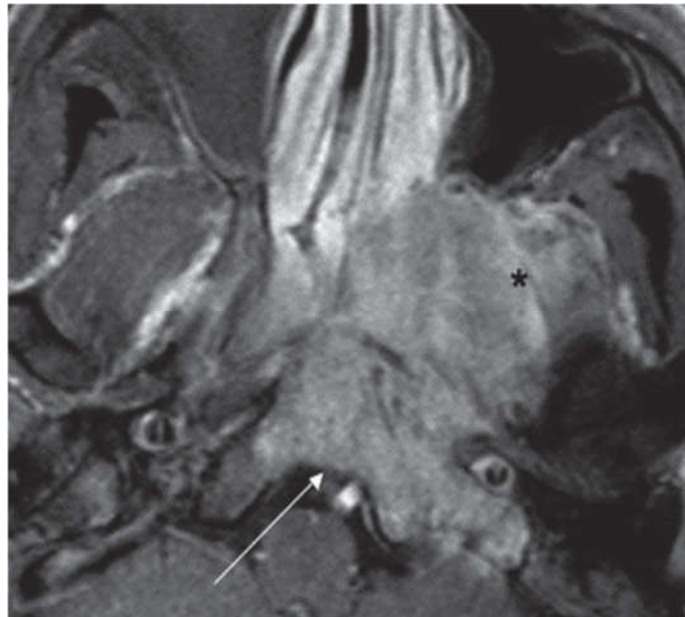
Hình ảnh chụp CT vòm: khối u xâm lấn khe hốc mắt bên T.
